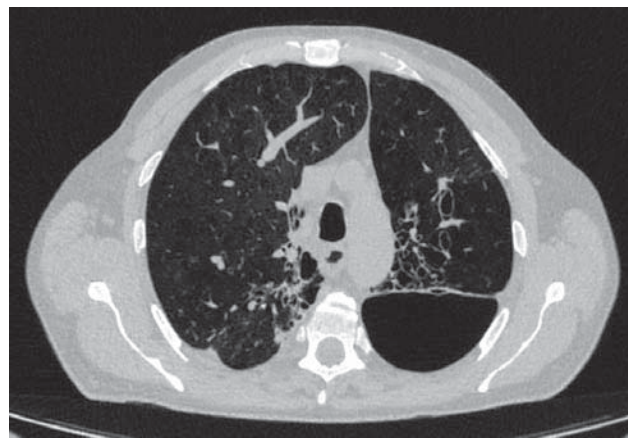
Компьютерная томограмма органов грудной клетки пациента с буллой и бронхоэктазами.
